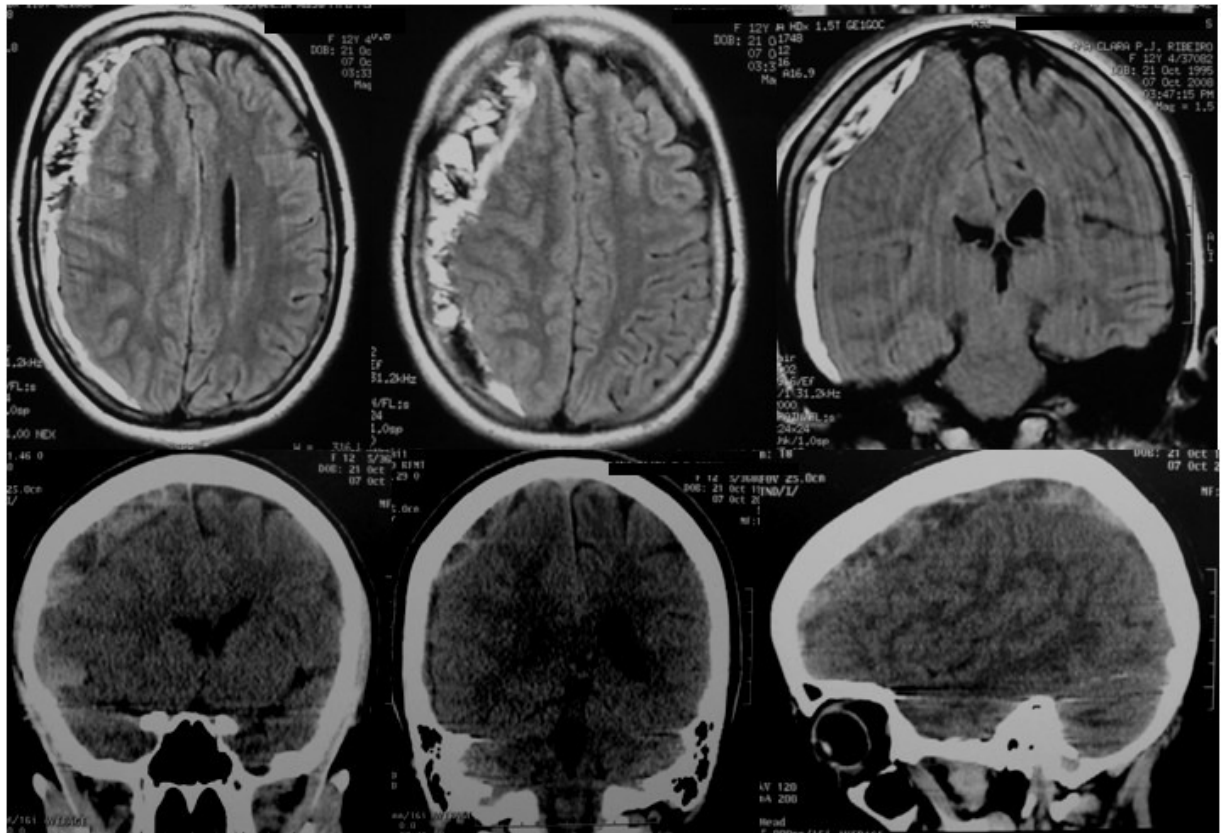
CT and MR of patient number 2 that shows subdural hematoma
